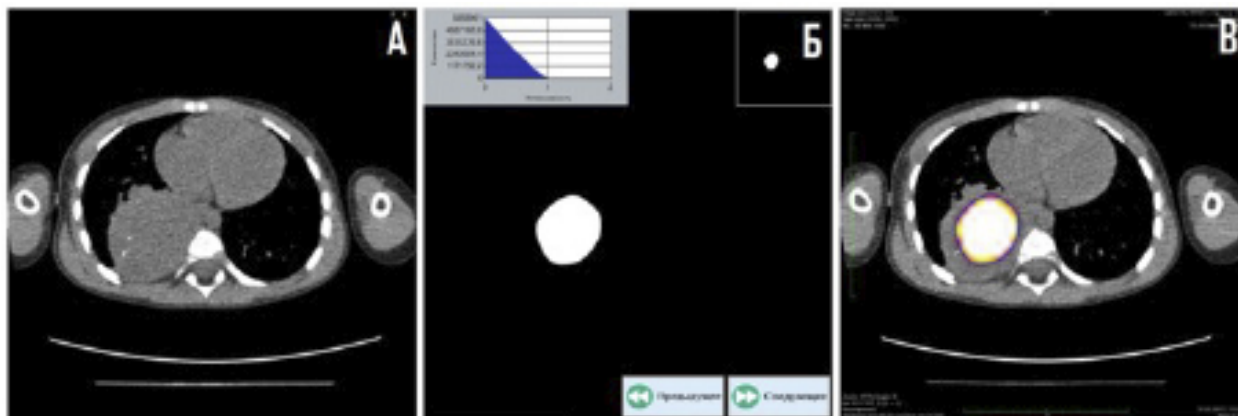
Часть интерфейса разработанного программного обеспечения: выделение области интереса автоматическим методом. Пациент X, возраст 23 мес., нейробластома с локализацией в заднем средостении справа. А – КТ изображение (аксиальный срез). Б – ОФЭКТ, кластеризация методом С-средних. В – ОФЭКТ/КТ совмещенные изображения, контур области интереса кодирован цепным кодом Фримена.
